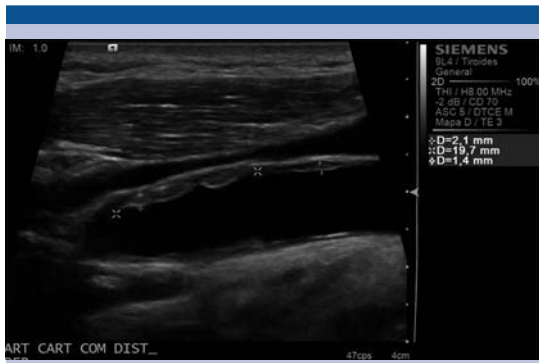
Ultrasonido en escala de grises, donde se identifica placa inestable, blanda, localizada en la pared anterior de la arteria carótida común derecha, en su segmento distal, la pared posterior también se encuentra afectada.
